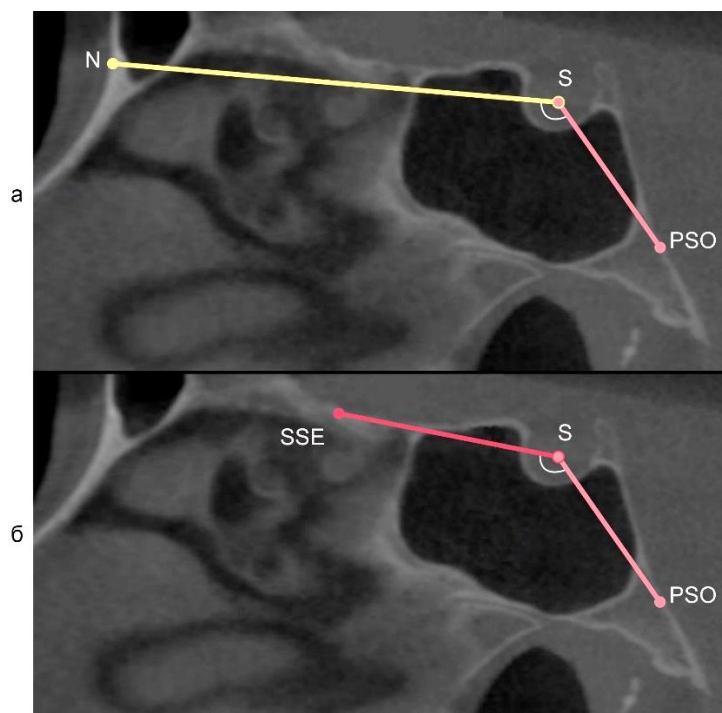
КЛК-томограмма в срединной сагиттальной проекции. Анализ формы тела клиновидной кости с использованием углов N–S–PSO (а), SSE–S–PSO (б)
